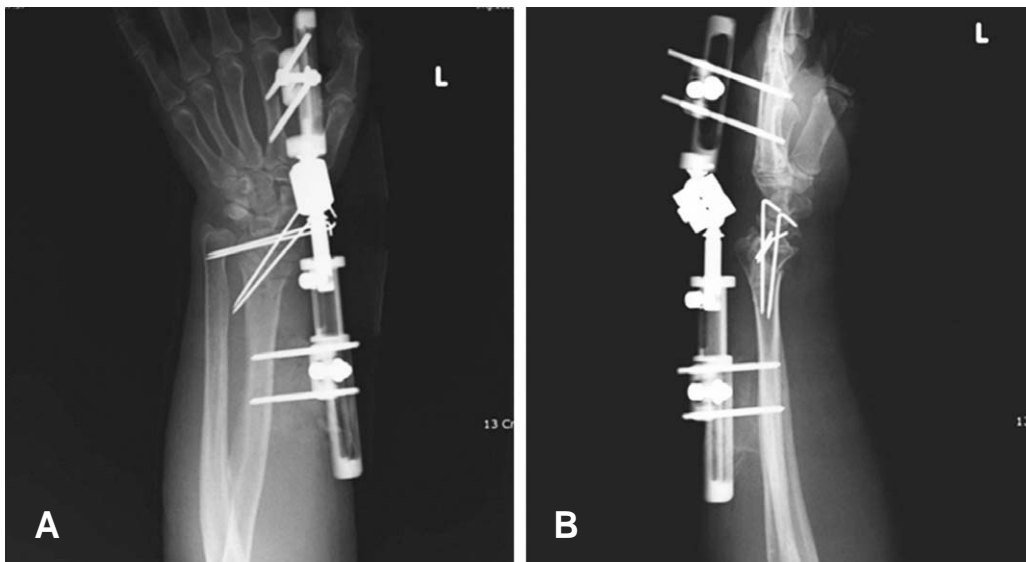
Immediately postoperative radiographs tried external fixation without allogeneous bone graft. We get a satisfactory restoration in radial length, radial inclination and volar tilting. (A: anteroposterior view, B: lateral view)
